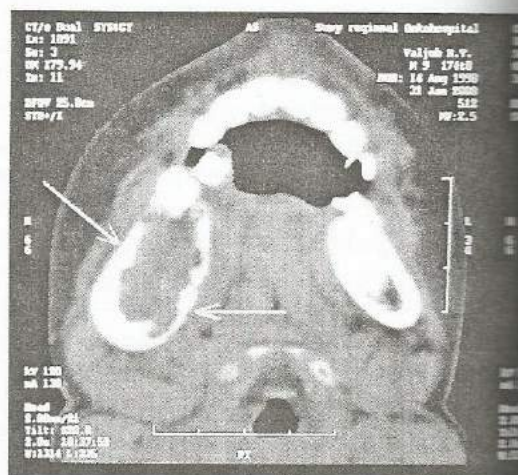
КТ дитини В. з кістковою гемангіомою нижньої щелепи праворуч.
